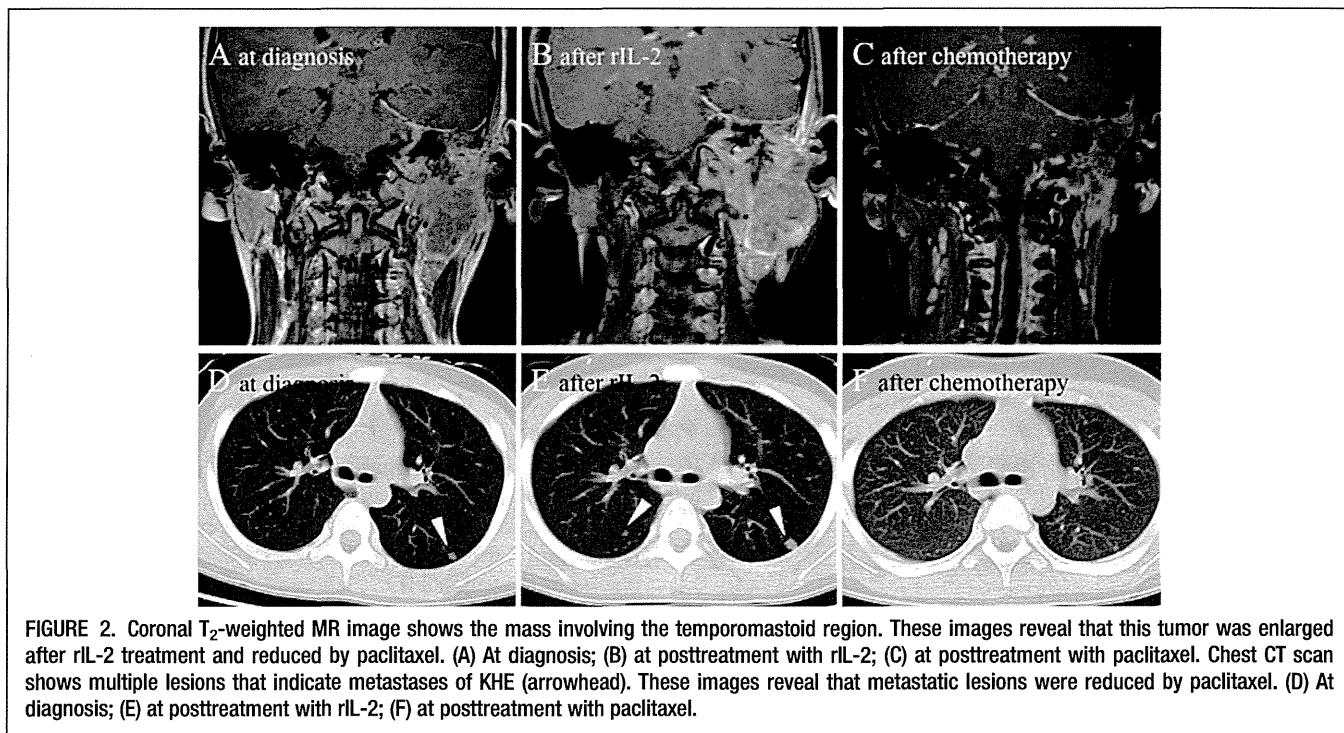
Coronal T₂-weighted MR image shows the mass involving the temporomastoid region. These images reveal that this tumor was enlarged after rIL-2 treatment and reduced by paclitaxel. (A) At diagnosis; (B) at posttreatment with rIL-2; (C) at posttreatment with paclitaxel. Chest CT scan shows multiple lesions that indicate metastases of KHE (arrowhead). These images reveal that metastatic lesions were reduced by paclitaxel. (D) At diagnosis; (E) at posttreatment with rIL-2; (F) at posttreatment with paclitaxel.
